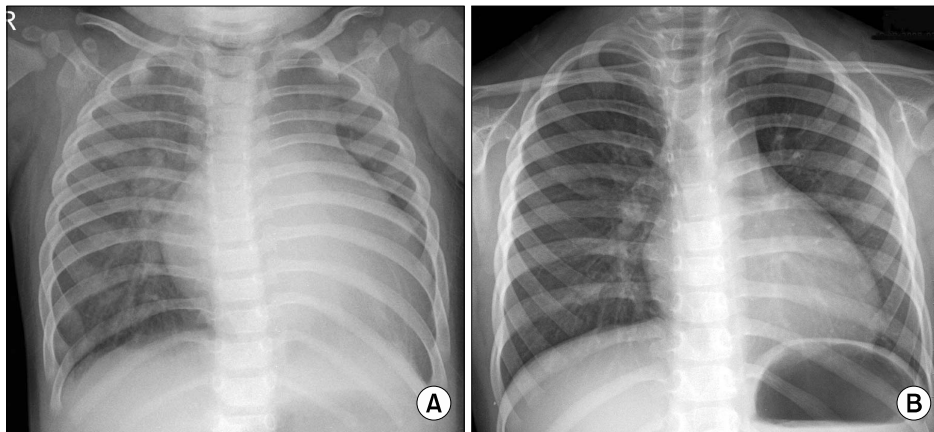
Chest X-ray (A) first admission (2008) (B) four year later (2012).
